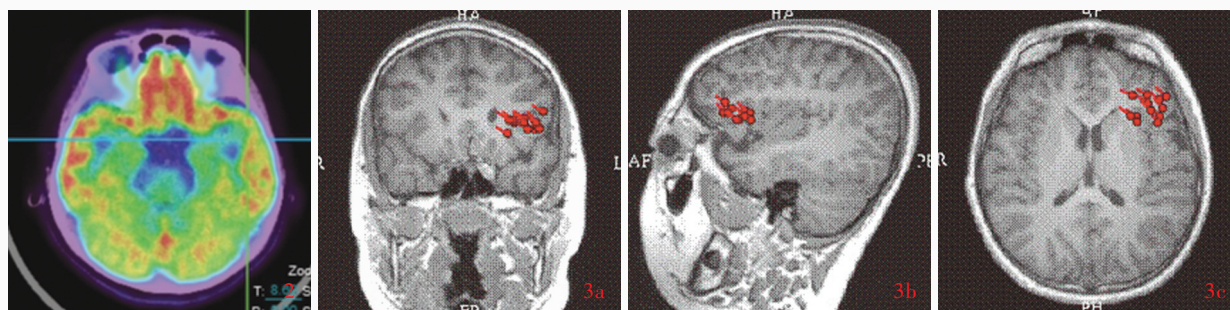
¹⁸F-FDG PET显示,左侧下颞叶葡萄糖代谢轻度降低(蓝绿色区域所示) 图3 脑磁图显示,发作间期异常电流源位于左侧额下回前部(红色圆圈所示) 3a 冠状位 3b 矢状位 3c 横断面
